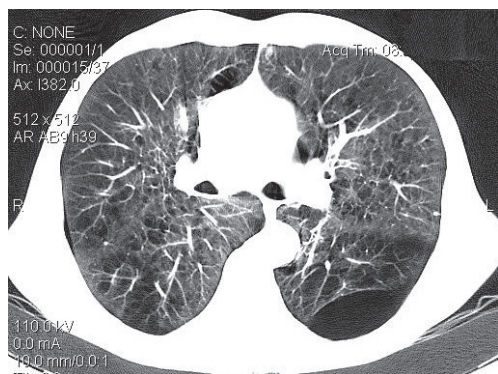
Пациент Д., 68 лет, КТ ОГП
